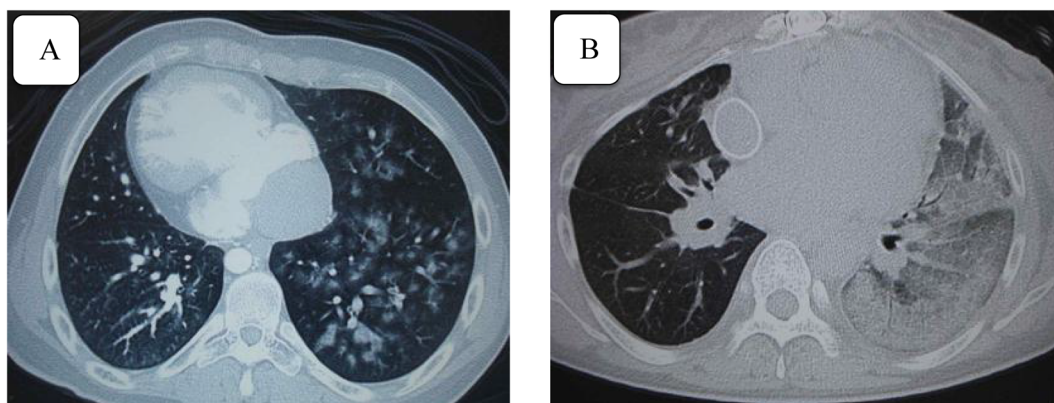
Thoracic computed tomography (CT) findings
